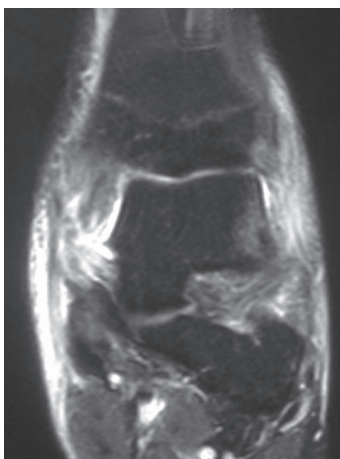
Joueur de football (29 ans) après un traumatisme aigu éversion. L'IRM objective une avulsion du ligament deltoïde.
